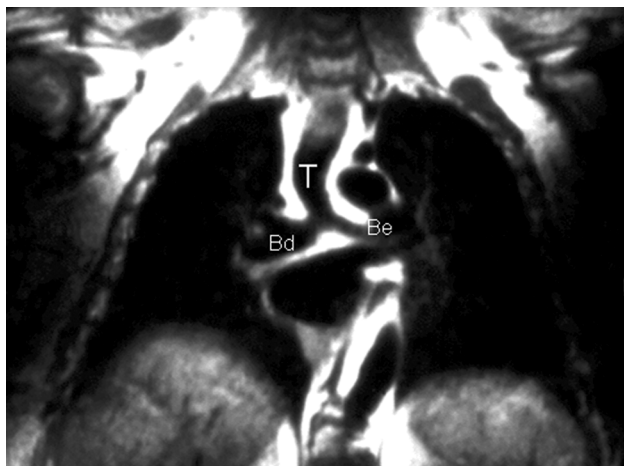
Ressonância magnética, corte coronal, mostrando a árvore brônquica para definição de *situs*. T = traquéia; Bd = brônquio direito; Be = brônquio esquerdo.
